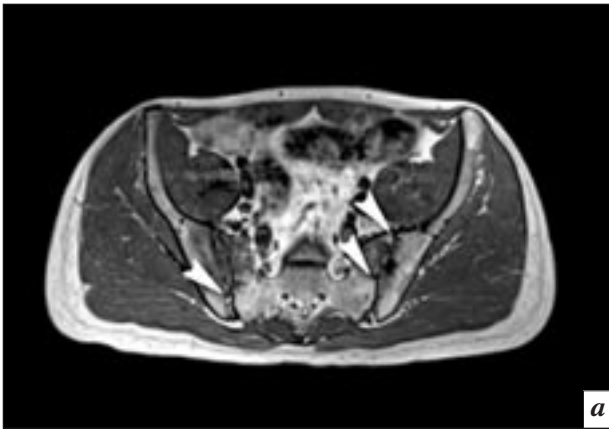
Магнитно-резонансные томограммы подвздошно-крестцовых сочленений в аксиальной (а, T1-ВИ) и фронтальной (б, T1-ВИ с погашением сигнала от жира) проекциях у пациента с псориатическим сакроилеитом, давность заболевания 1,5 года. Субхондральные отделы подвздошно-крестцовых сочленений склерозированы, суставные щели неравномерно сужены. Определяются множественные субхондральные эрозии суставных поверхностей подвздошно-крестцовых сочленений (стрелки). В боковых массах крестца справа субхондрально визуализируется гиперинтенсивный участок отека костного мозга с нечеткими, неровными контурами.
